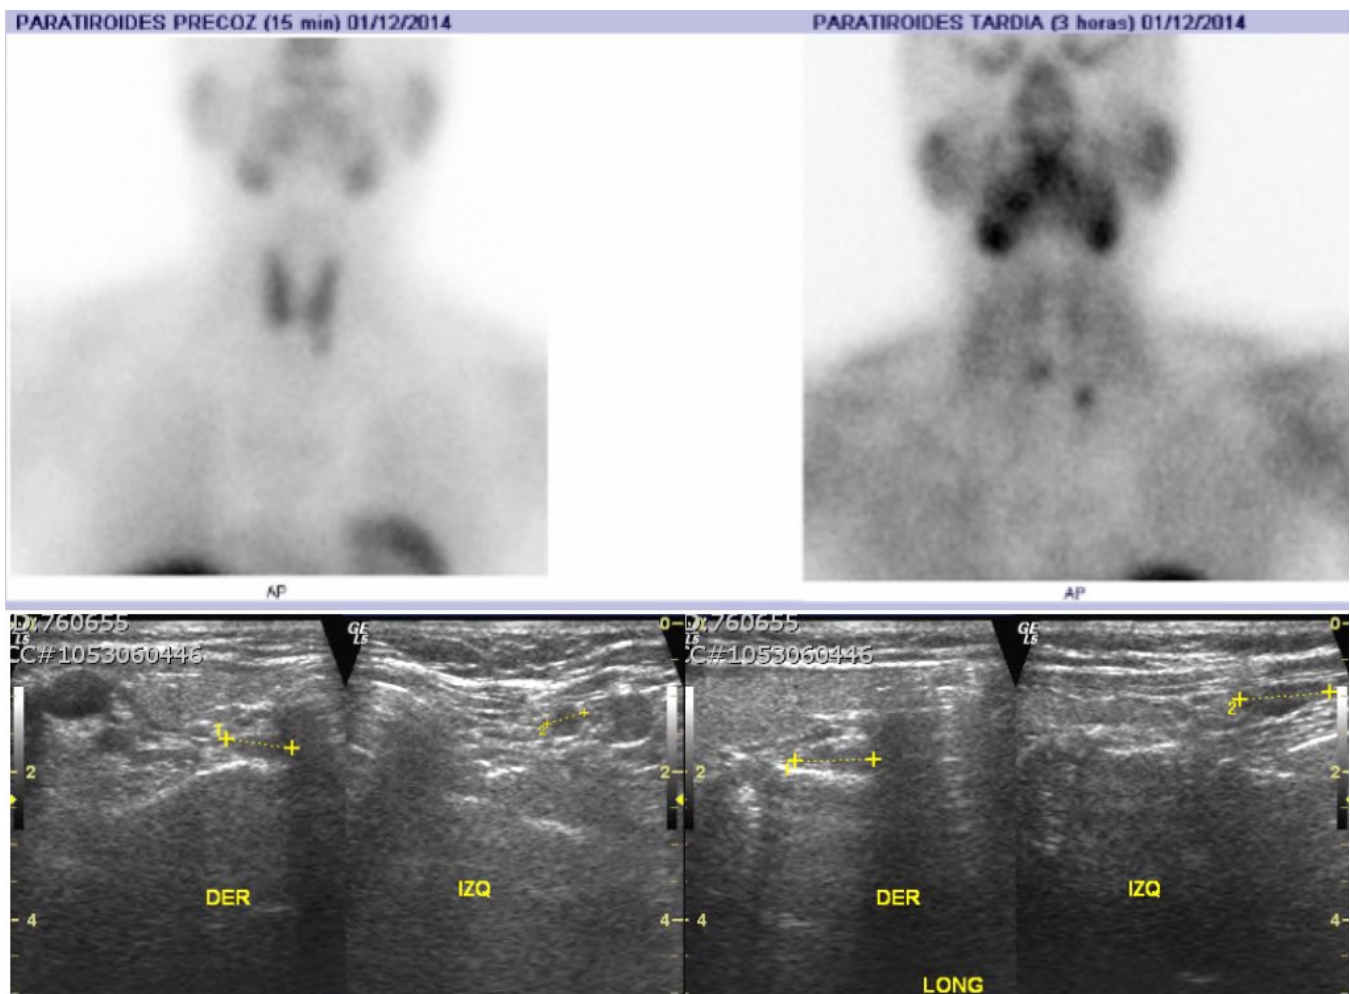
Gammagrafía y ecografía en paciente con adenoma paratiroideo doble.
